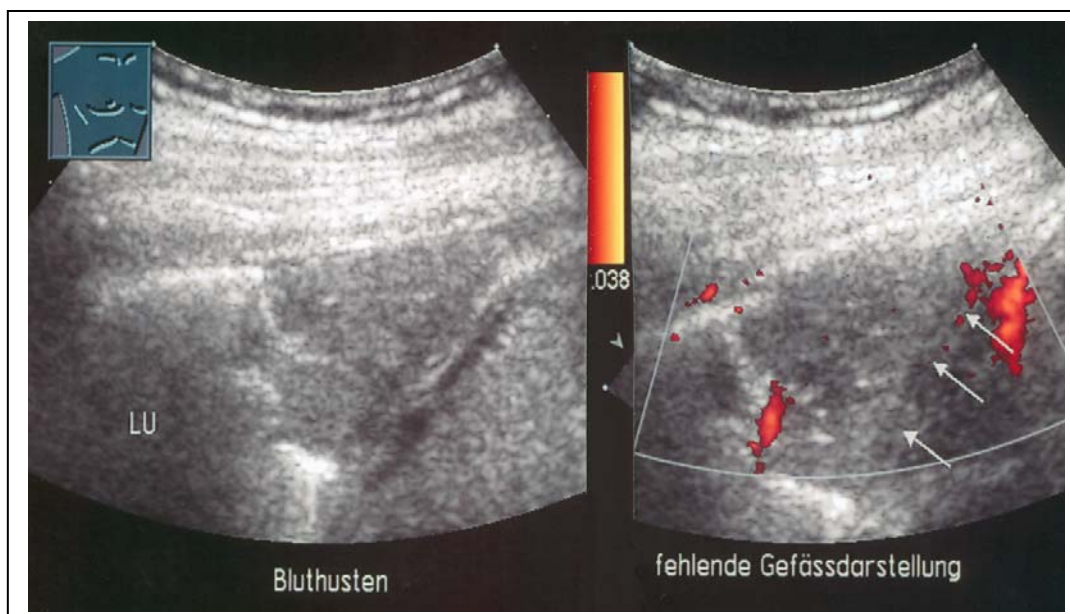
Patient mit szintigraphisch „high probability scan“ für LE. Korrespondierend dazu der Befund in der Thoraxsonographie mit Darstellung einer „bandförmigen“ Läsion an der Pleura. Beide Befunde kombiniert bestätigen den Verdacht auf LE
